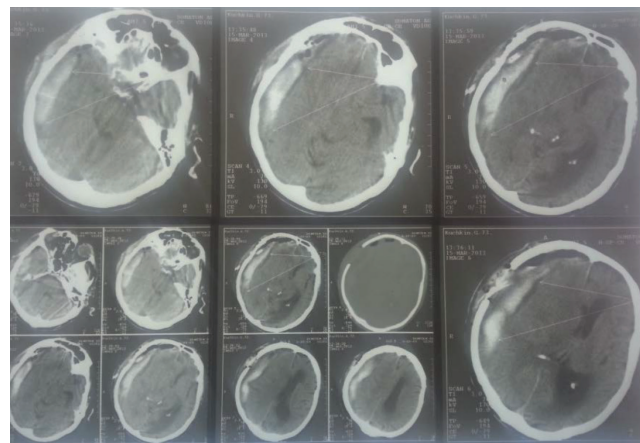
КТ снимки больного К, 73 лет после первой операции.
